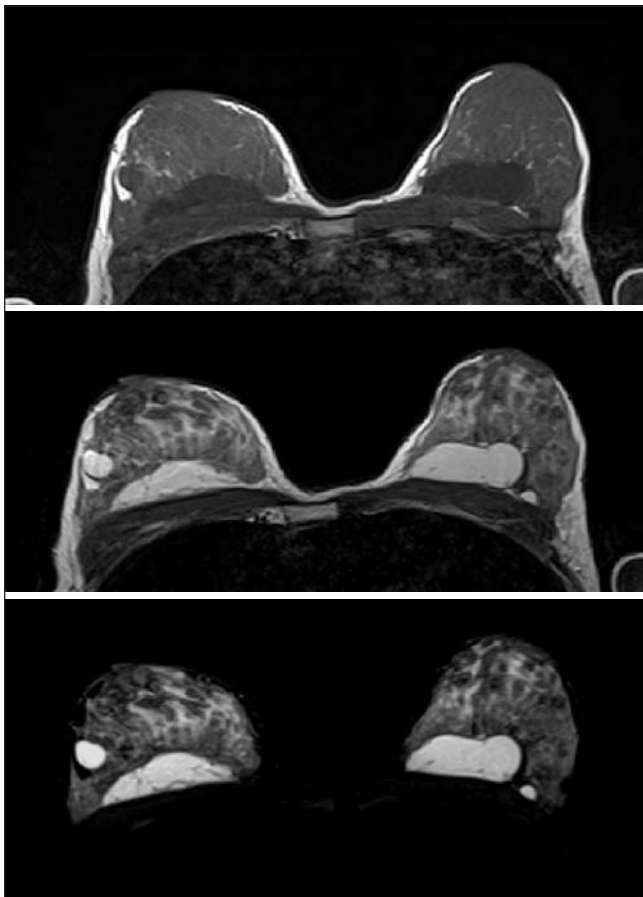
Resonancia magnética. Secuencias potenciadas en T1, T2 y STIR. Se observan imágenes ovaladas septadas de intensidad igual al líquido de localización prepectoral junto con dos de menor tamaño.
